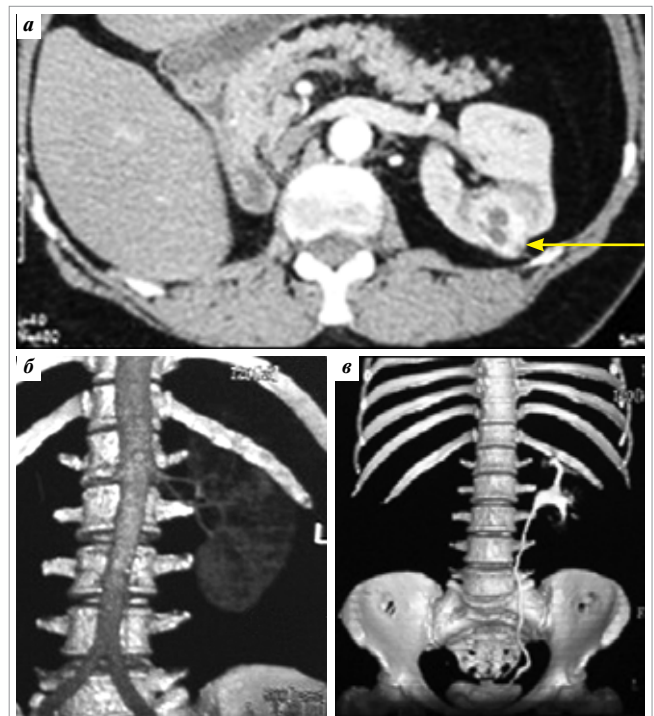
МСКТ (через 2 года после выполнения нефрэктомии справа). На границе верхнего и среднего сегментов левой почки по заднемедиальной поверхности визуализировано объемное образование (указано стрелкой): а – аксиальный скан; б – режим мультипланарной реконструкции (МПР), сосудистая фаза; в – МПР, экскреторная фаза
